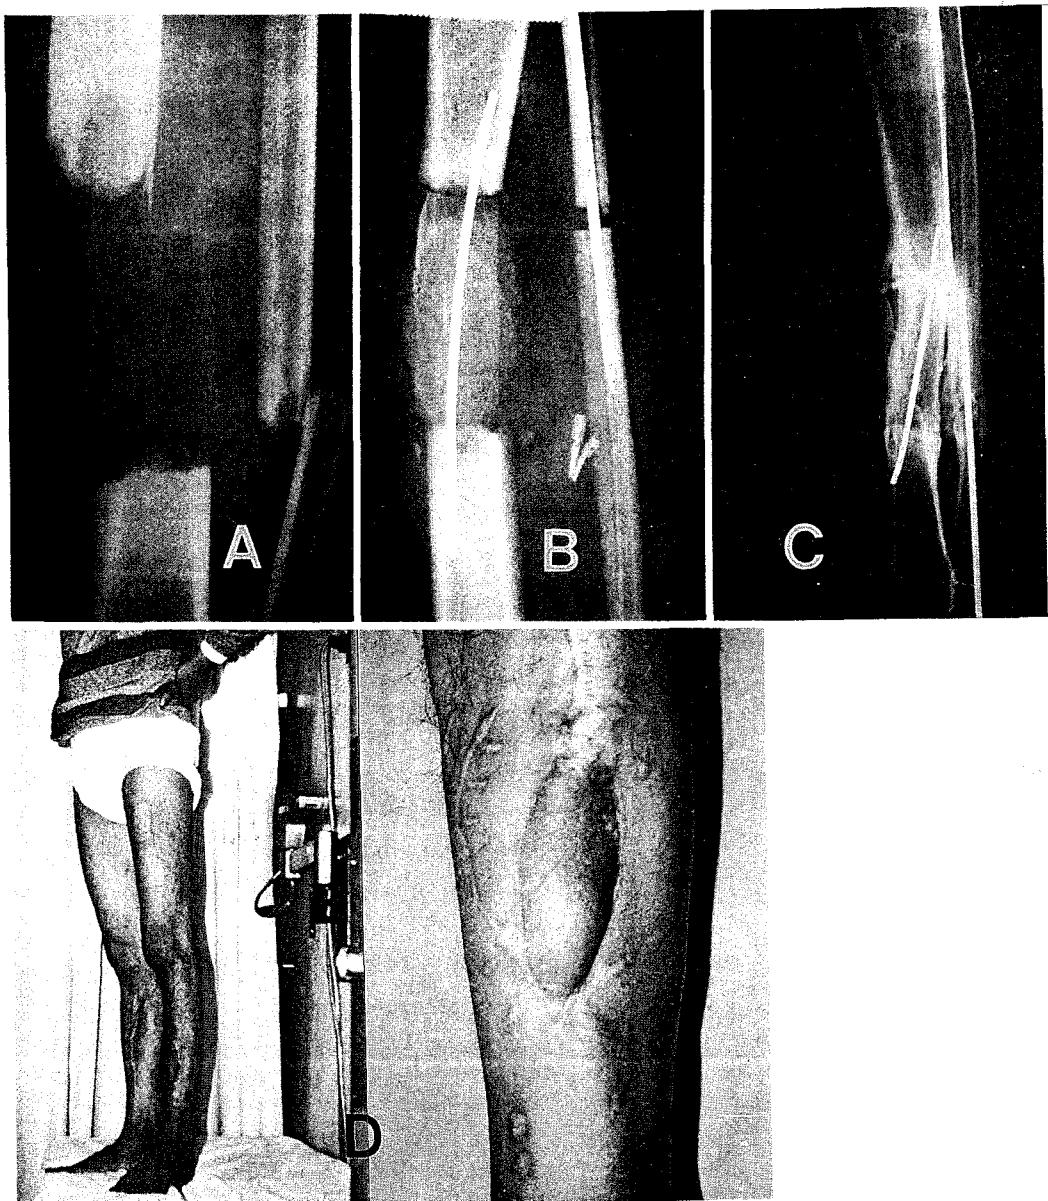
X-rays of the case I.
